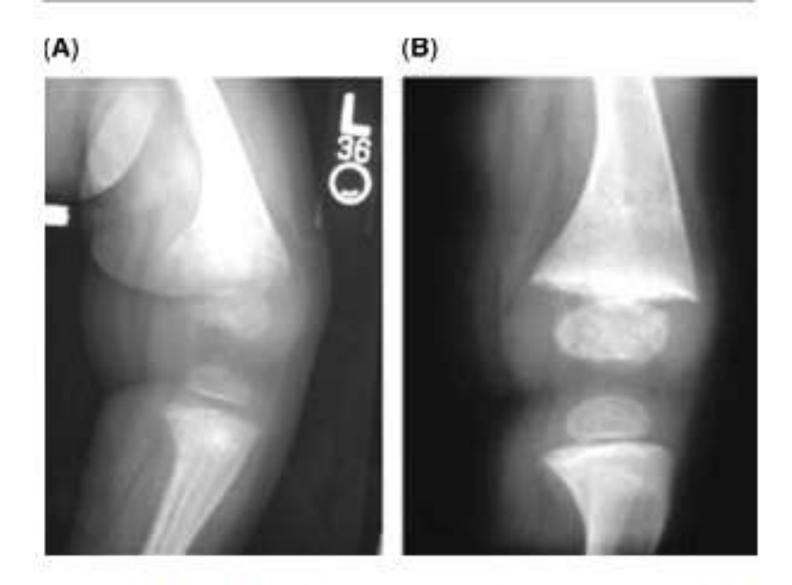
Knee radiograph showing the typical signs of rickets before treatment (A) and after one month of treatment (B).
